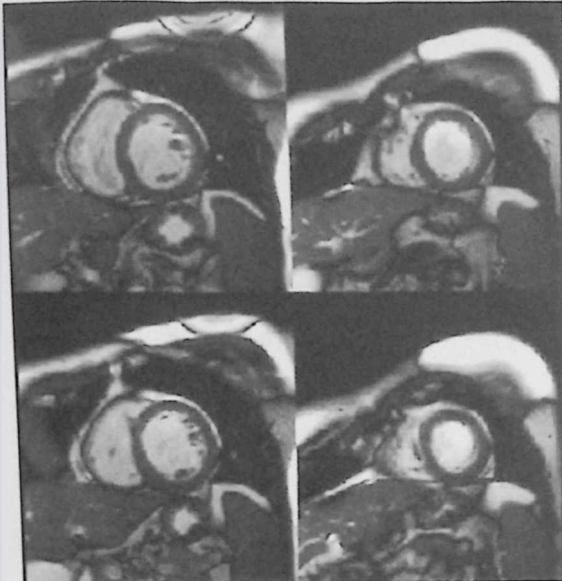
Imagen de resonancia magnética cardíaca en la que se aprecia la gran definición y precisión que ofrece la técnica para la cuantificación del estado de la perfusión y el grosor de paredes cardíacos.
